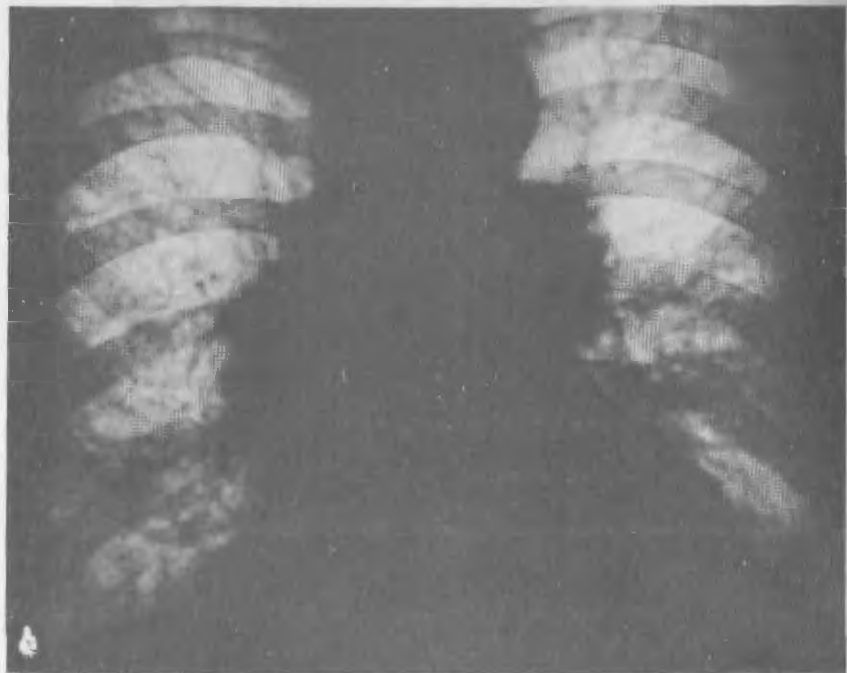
Рентгенограмма легких при экзогенном аллергическом альвеолите в фазе грубой склеротической перестройки легочной ткани, преимущественно в нижних отделах. Склеротическая деформация корней легких.
